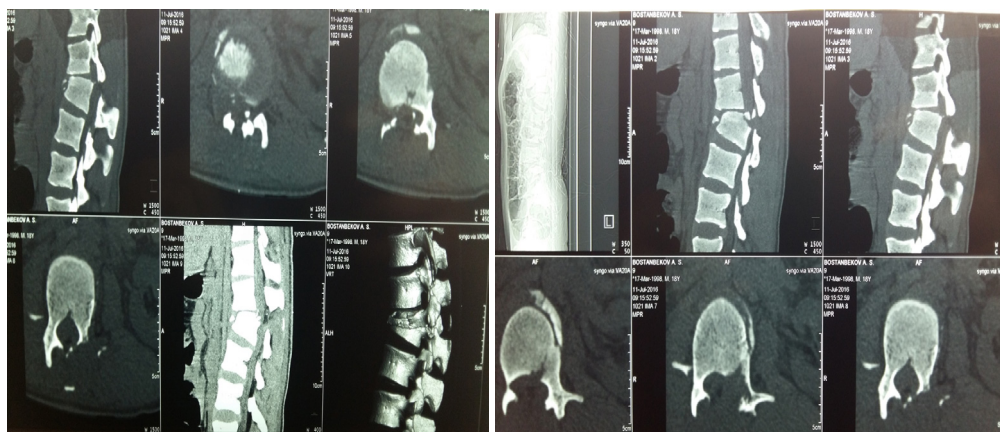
КТ больного до операции. Отмечается переломо-вывих тела Th12 позвонка
